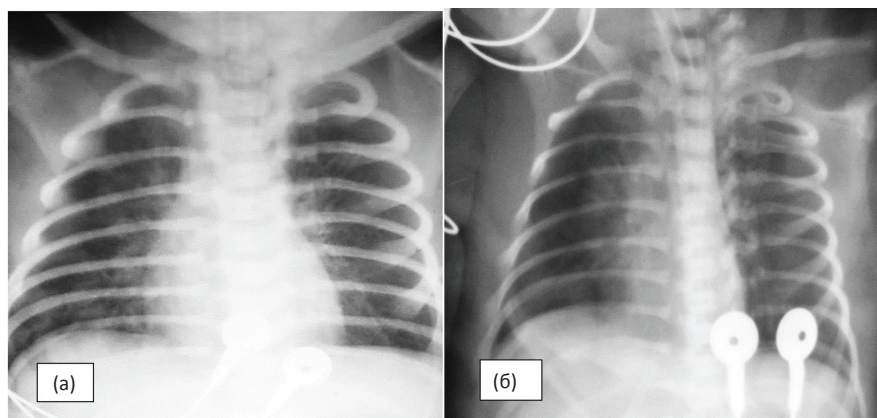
Обзорные рентгенограммы органов грудной клетки в прямой проекции. Синдром дыхательной недостаточности, вызванный преимущественно отечно-геморрагическими изменениями в легких. Интерстициальный и альвеолярный отек. Прозрачность легочных полей диффузно неоднородно снижена. Справа над диафрагмой определяются единичные округлые тени низкой плотности с нечеткими ровными контурами. Легочный рисунок усилен, деформирован, тени корней легких расширены – «крылья бабочки».
